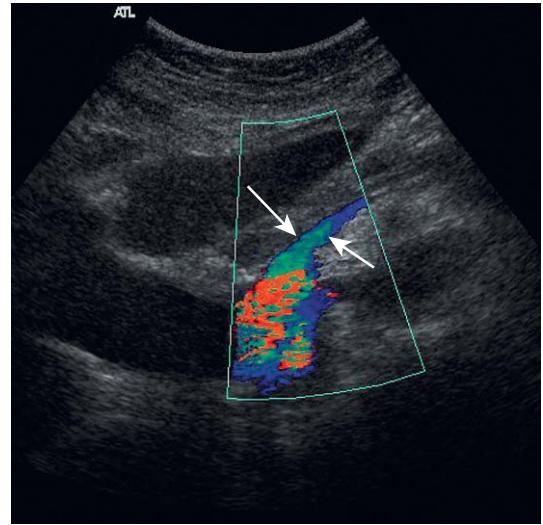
Imagen de Doppler color de una derivación portocava. La vena porta (flechas) ha sido anastomosada quirúrgicamente con la vena cava inferior.
